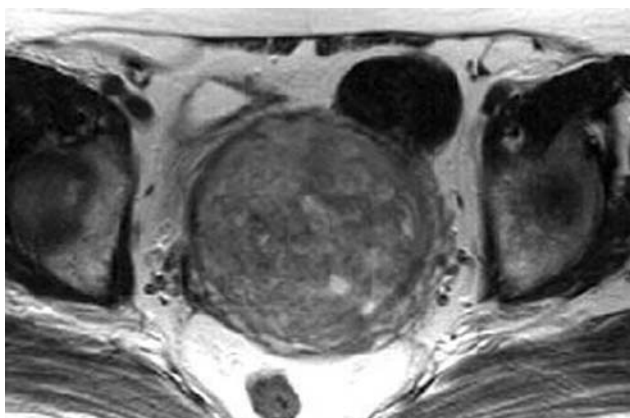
Продолжение, МРТ, T2-ВИ, аксиальная и сагиттальная томограммы
